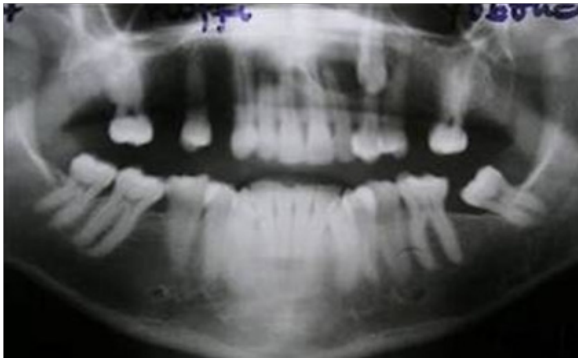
Radiographie panoramique dentaire montrant une canine maxillaire incluse et un volumineux kyste péri coronaire
